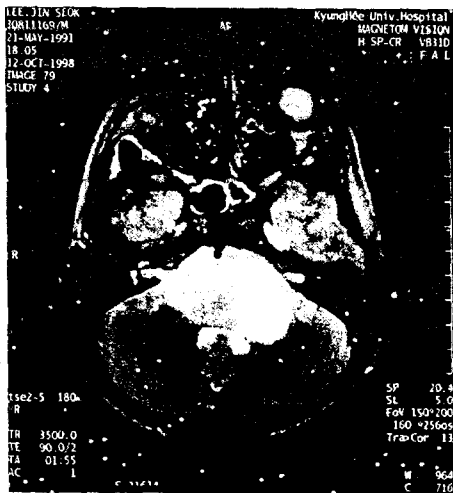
a. Transverse section, T2-weighted MRI shows diffusely enlarged pons.
